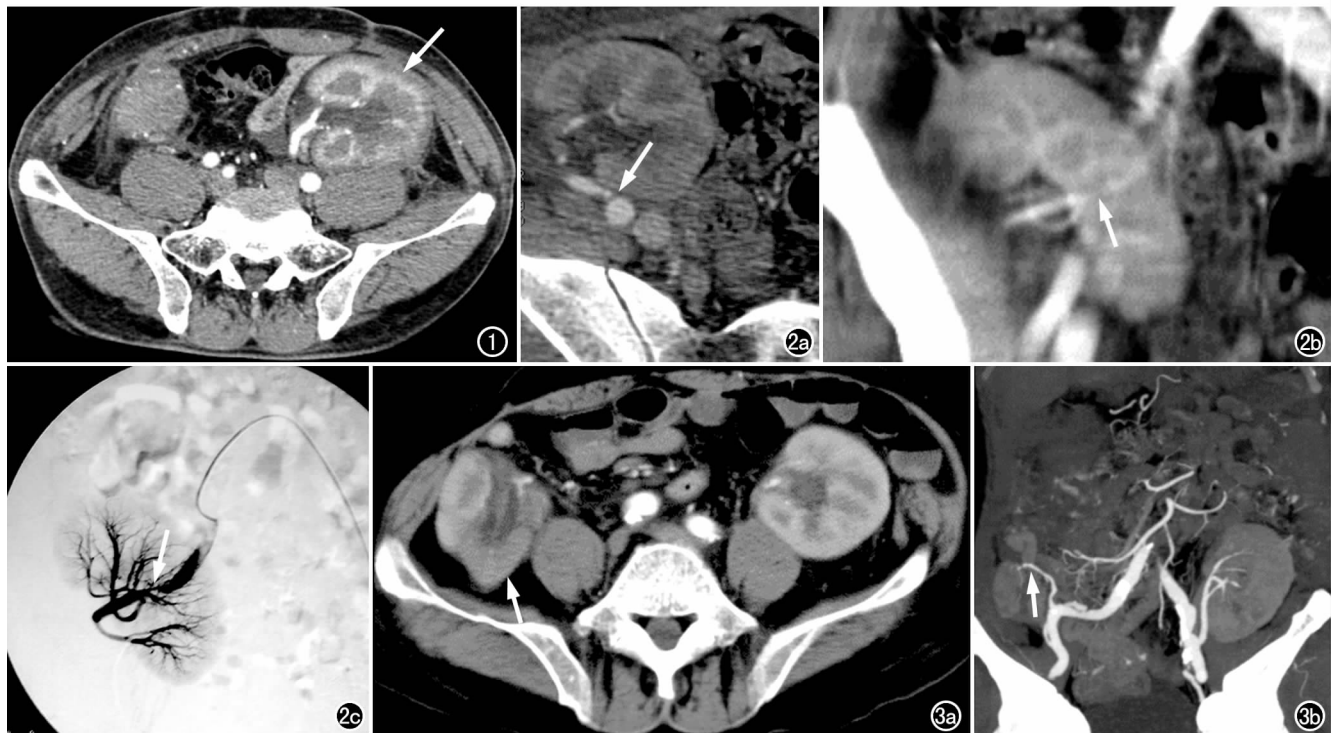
肾移植急性排斥反应。CT 增强扫描动脉期示肾脏皮髓质分界欠清晰,肾包膜下低密度影环绕(箭)。图 2 a) CT 增强显示肾动脉与右髂内动脉吻合口处高度狭窄(箭); b) MIP 显示肾动脉与右髂内动脉吻合口处高度狭窄(箭); c) DSA 检查示动脉吻合口狭窄(箭),形态及程度与 CT 完全一致。图 3 a) CT 增强显示右侧移植肾组织仅部分强化(箭),余未见明显强化; b) CTA 显示左侧移植肾动脉主干及其 I 级分支无明显狭窄与闭塞,而右侧肾动脉仅显示主干(箭),未见分支血管。
